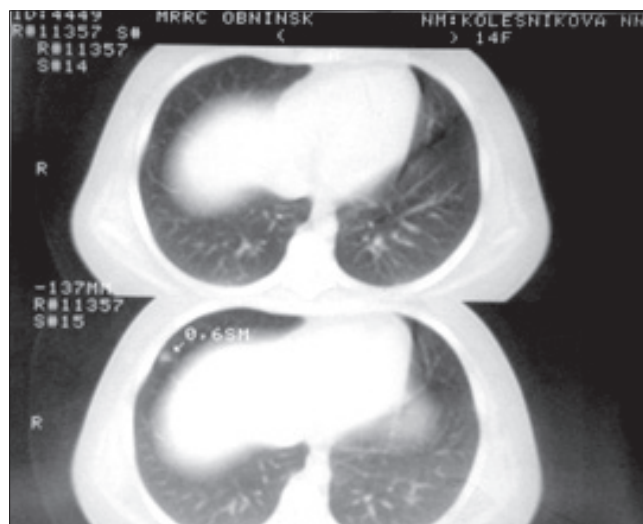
Компьютерная томограмма органов грудной полости больной К.Н. после лечения
